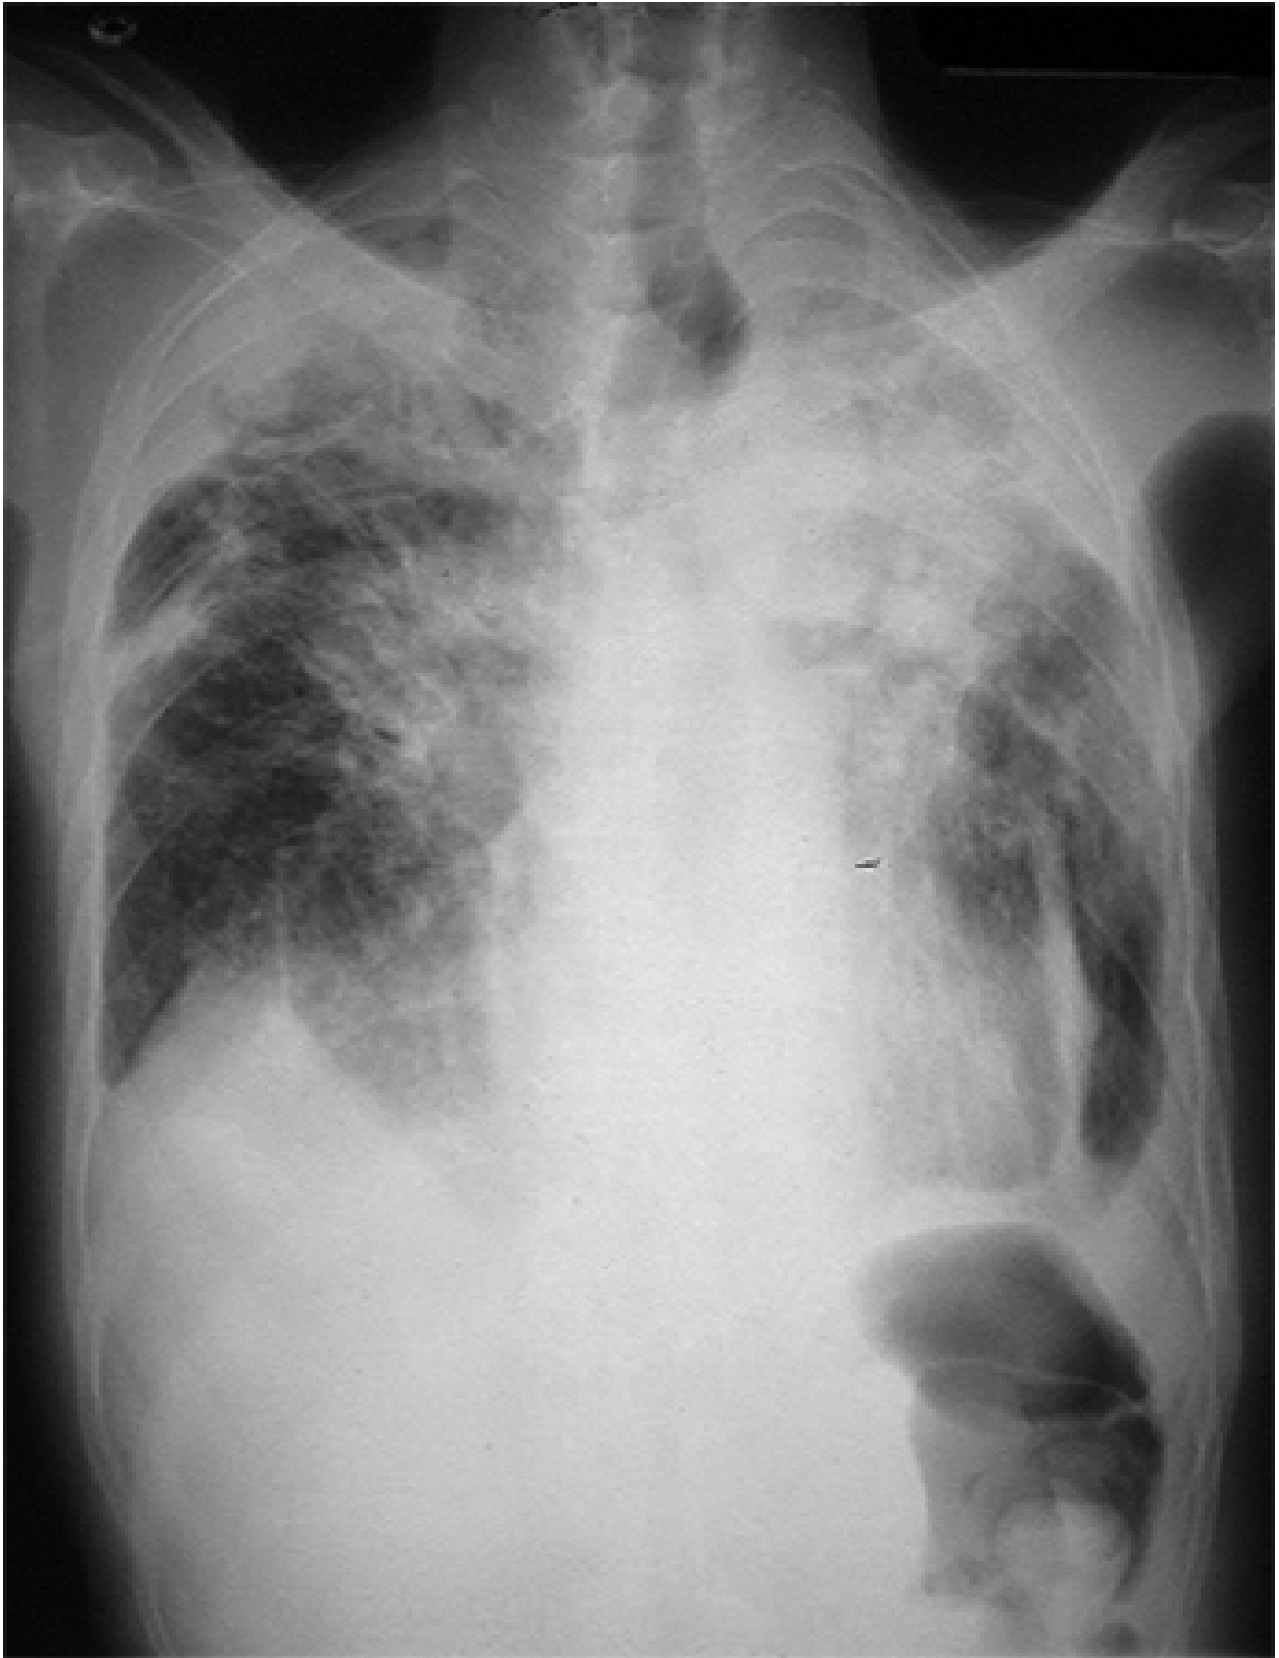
Radiografia torácica da fibrose maciça progressiva devida à exposição à sílica ou carvão
